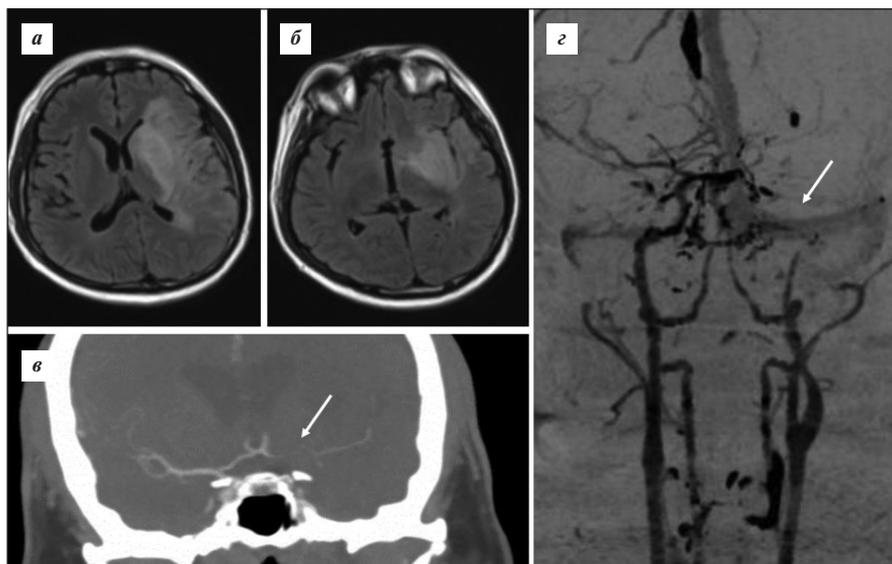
Результаты нейро- и ангиовизуализации пациента. А. Ишемический инфаркт в бассейне левой средней мозговой артерии (а, б – МРТ) на фоне окклюзии супраклиноидной части левой ВСА и М1-сегмента левой средней мозговой артерии (в – КТ с функцией ангиографии). Признаки частичного тромбоза экстракраниального, каменистого и инфраклиноидного сегментов левой ВСА (г – КТ с функцией ангиографии)
